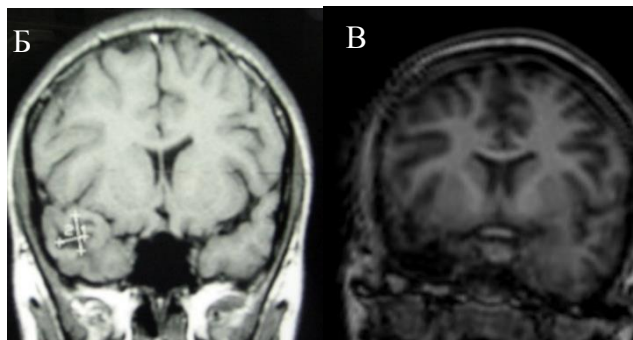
(Б,В) – Больная С., 13 лет. Ист.б. №1724-06. МРТ до и после операции.
